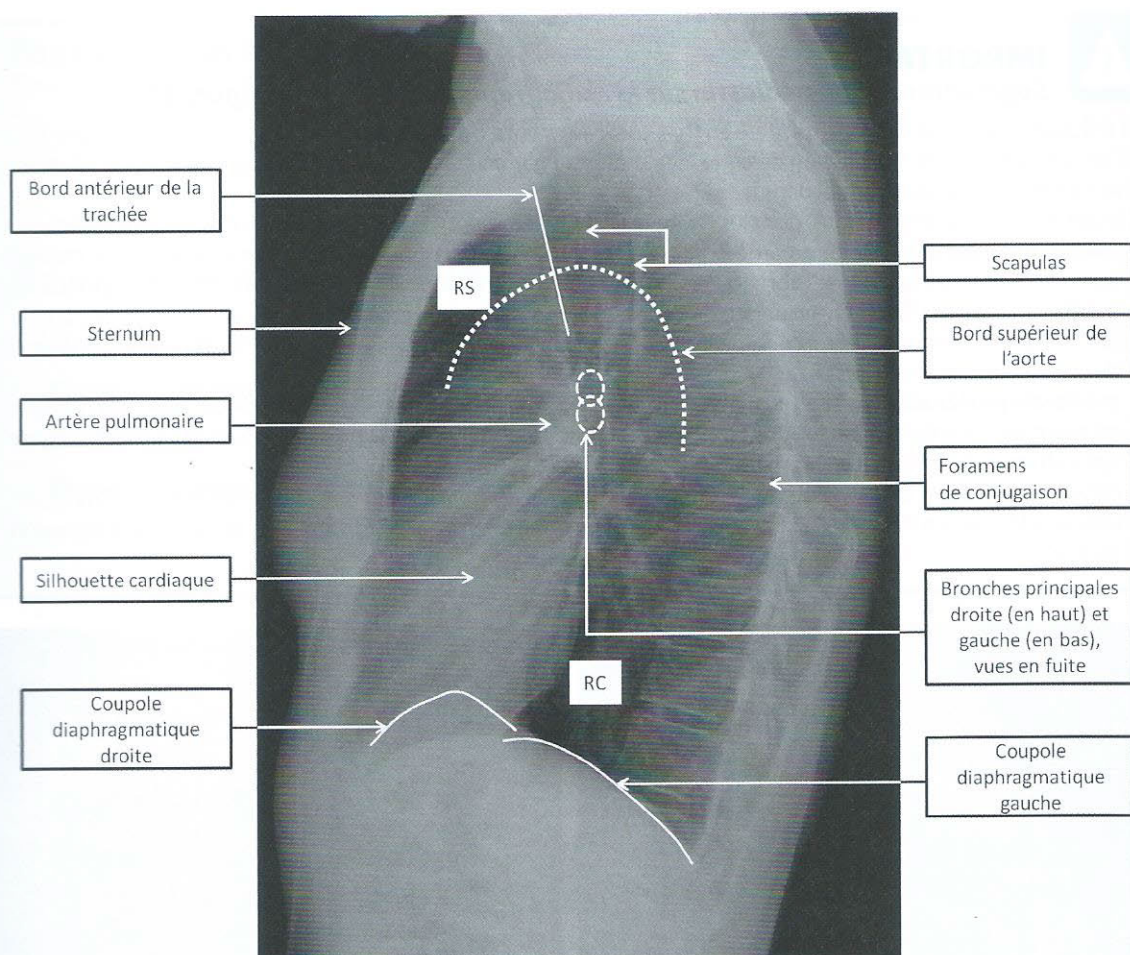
Structures à repérer sur la radiographie de thorax de profil
